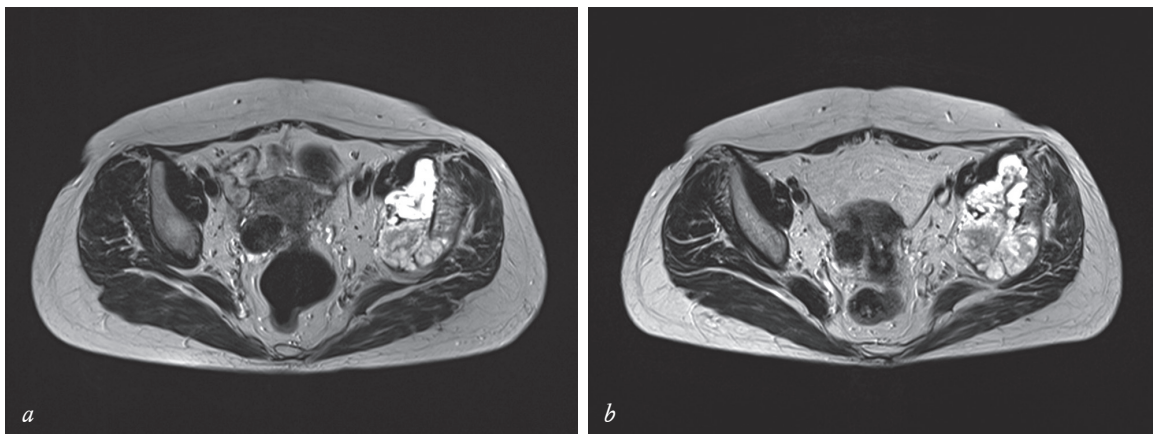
Магнитно-резонансная томография, T2 в аксиальных проекциях, сравнение в динамике: первичное исследование (a), аналогичный уровень при исследовании через 3 мес (b)
